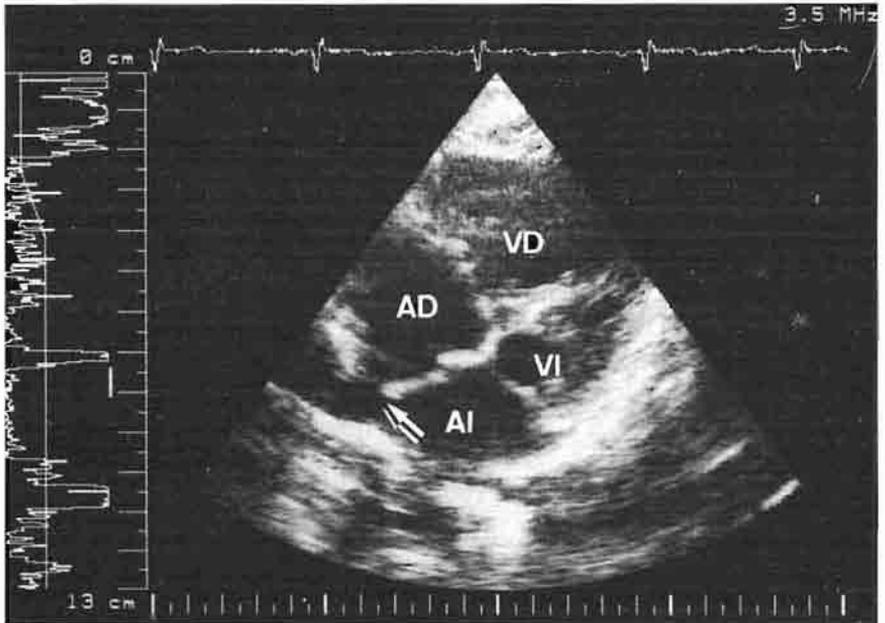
Ecocardiograma bidimensional. Comunicación interauricular alta, tipo seno venoso (flecha). La aurícula izquierda (AI) y el ventrículo izquierdo (VI) son normales. Dilatación de la aurícula derecha (AD) y del ventrículo derecho (VD).
